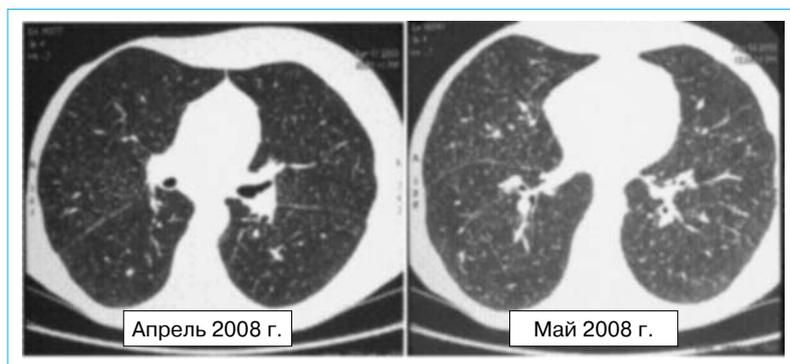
КТ-исследование органов грудной клетки в динамике у пациентки К
